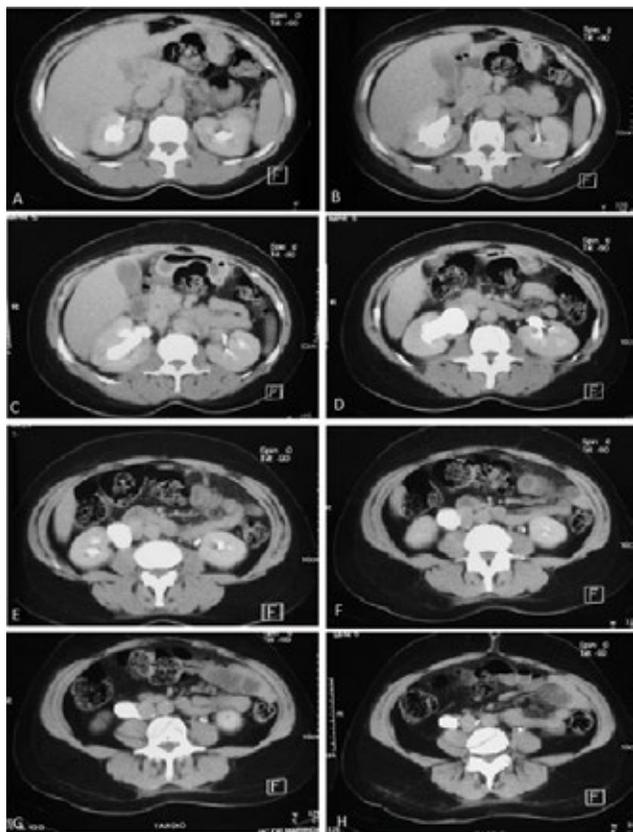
Tomografia computadorizada por contraste iodado endovenoso demonstrando, em seqüência, a dilatação pielocalicial direita precedendo a dilatação proximal do ureter à direita com seu trajeto látero-medial, posterior à veia cava inferior.
